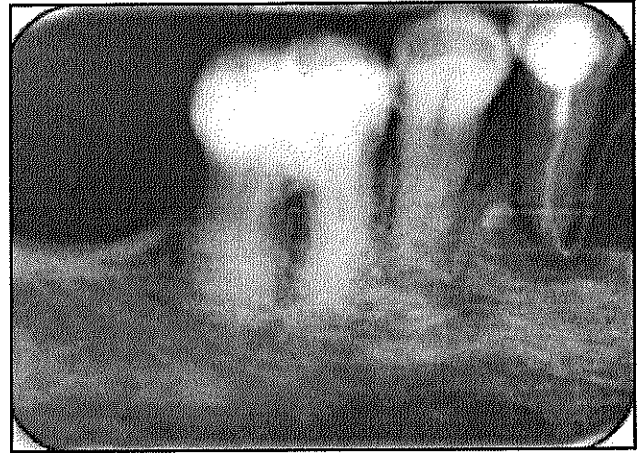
Radiografía de la fistulografía, la punta de gutapercha se dirige al ápice del diente 44 (Cortesía: Esp. Paola Trejo Reyes, Dpto. de Endodoncia, DEPel, FO, UNAM)
